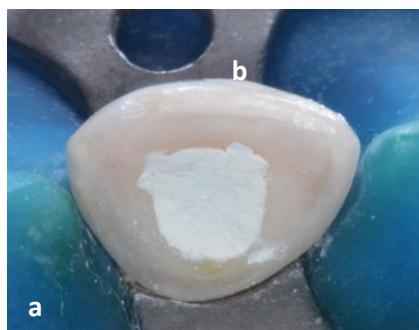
a. obturación provisoria del acceso, b. radiografía final
